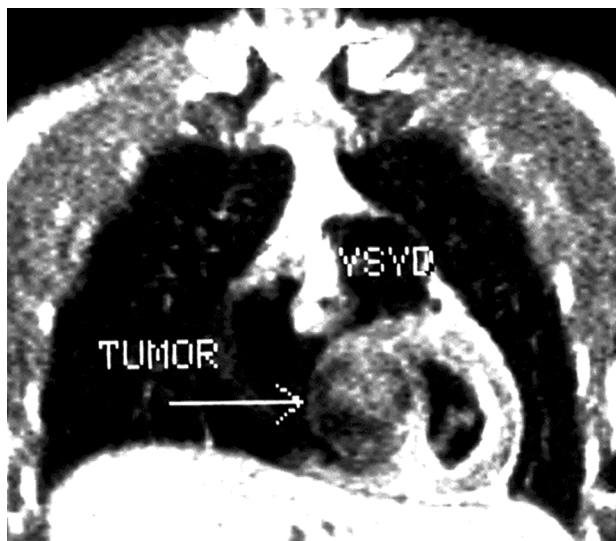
Ressonância magnética, corte coronal, mostrando um grande tumor no septo interventricular (seta), com obstrução da via de saída do ventrículo direito (VSVD).
